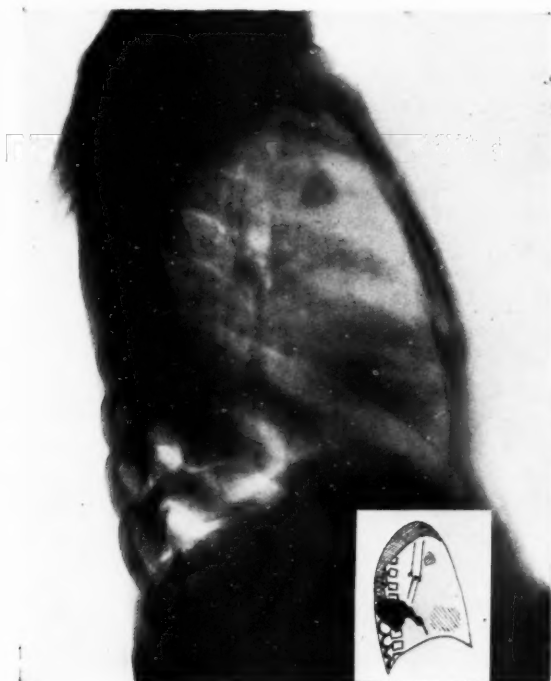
Pneumonie de la zone dorsale moyenne du poumon droit* (radiographie de profil).
